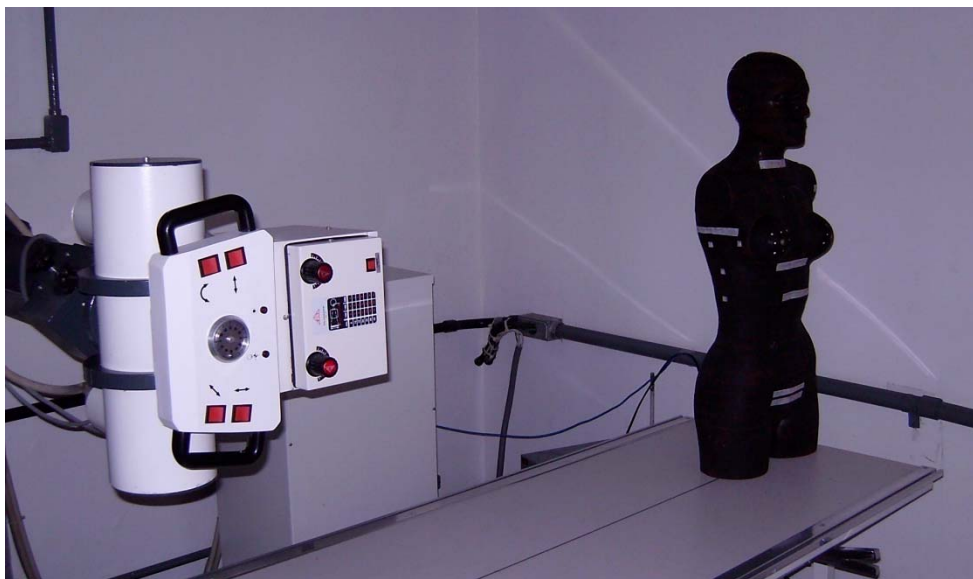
Incidência radiografia LD do tórax
